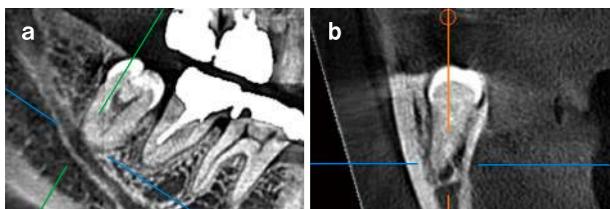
a:しかしCT画像を見ると、期待に反して、根尖は下顎管に食い込んでいた。b:どちら側にヘーベルをかけて力を入れると麻痺を起こす可能性が高くなるかをCT画像から推測した。
